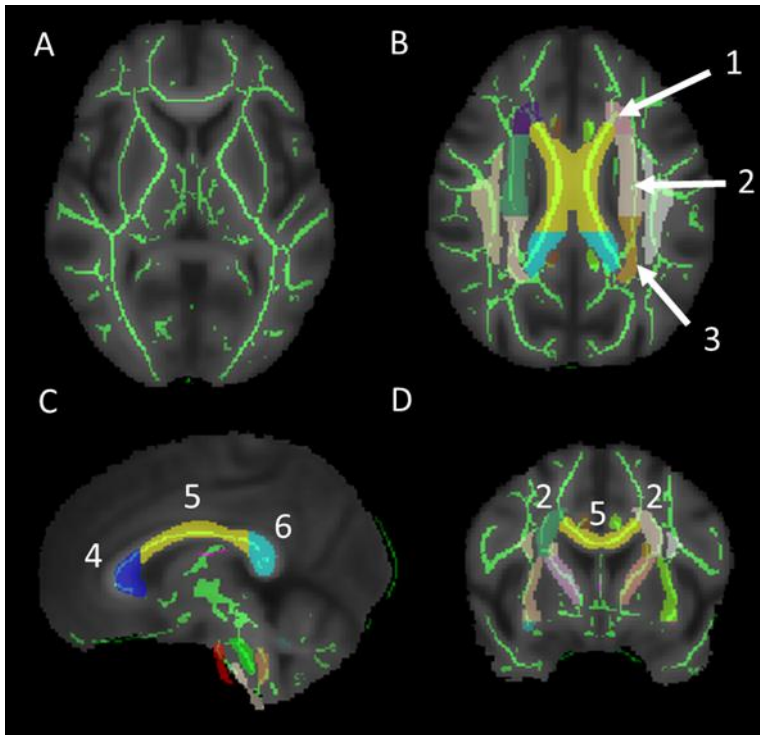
Изображение FA-карт одного из обследуемых с наложенными на него скелетоном (А) и атласом белого вещества ICBM-DTI-81 в аксиальной (В), сагиттальной (С) и коронарной (D) плоскостях. Цифрами отмечены области интереса, используемые для расчет диффузионных метрик в них: 1- передняя, 2- верхняя и 3 - задняя части лучистого венца, 4 - колено, 5 - корпус и 6 - валик мозолистого тела.
